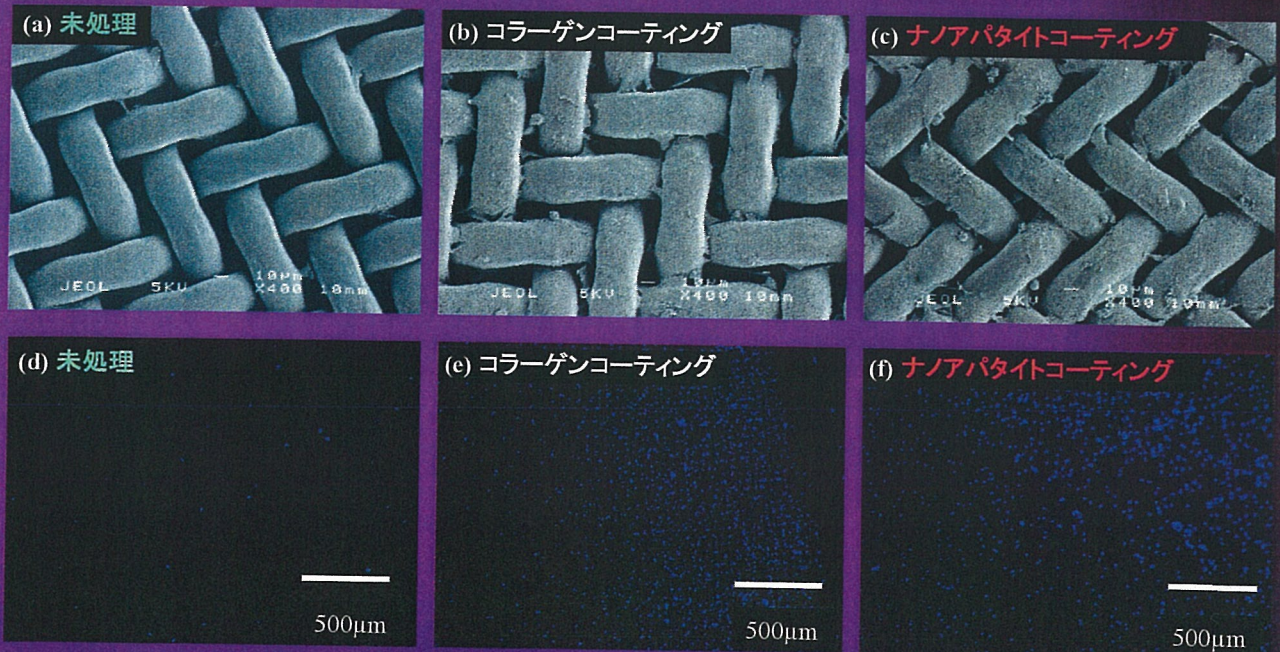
ヒト臍帯血由来血管内皮細胞を 1×10^5 個播種し、4時間培養した後のSEM像(a-c)および蛍光顕微鏡像(d-f)。(a, d) 未処理PET; (b, e) コラーゲンコーティングPET; (c, f) HApコーティングPET
